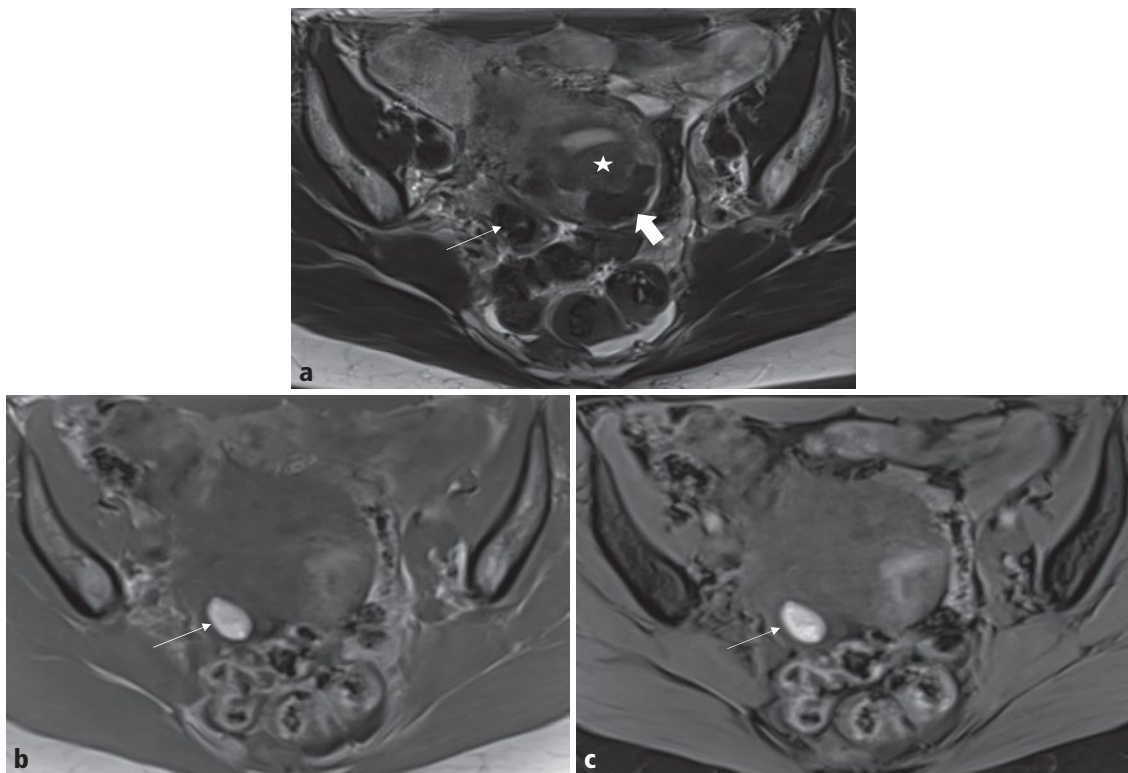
a-c L'IRM confirme le caractère hémorragique du kyste, en hyposignal en T2 (flèche en a), en hypersignal en T1 sans (flèche en b) et après saturation de la graisse (flèche en c). Noter l'hypersignal central en T2 correspondant au centre liquidien du kyste en échographie, ainsi que l'épaississement de la zone jonctionnelle postérieure (étoile en a) et les myomes (flèche épaisse en a) au sein de l'utérus.
